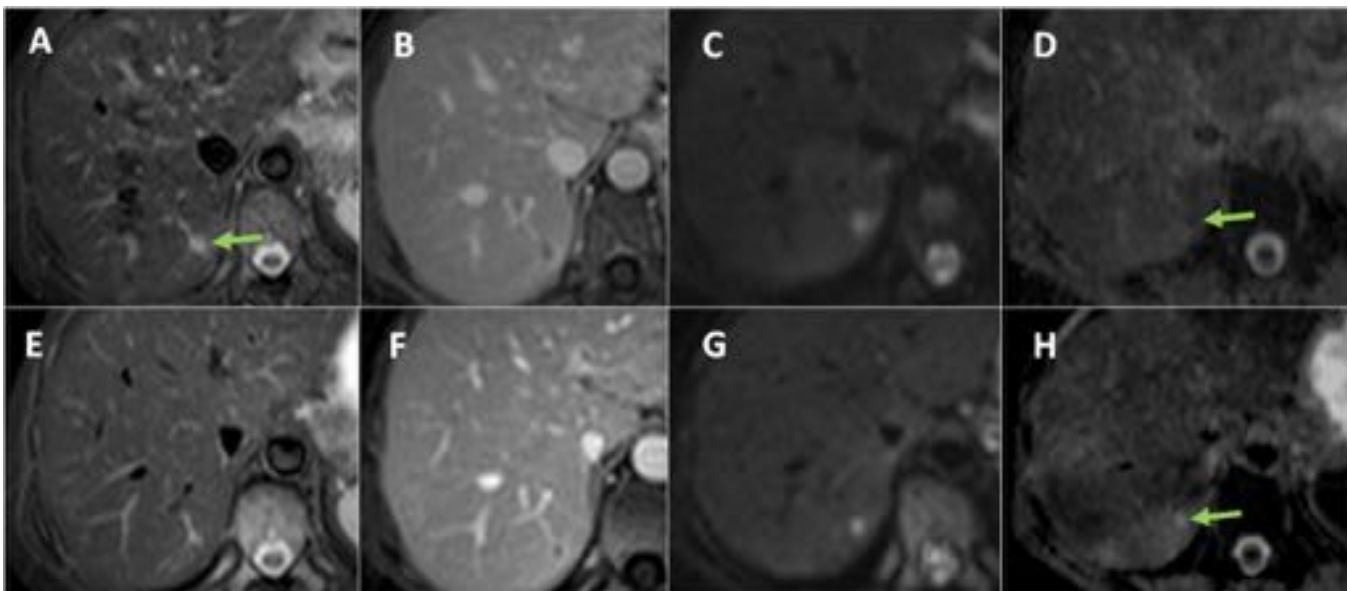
Metástasis hepática antes y después de tratamiento sistémico. A, B y C: imágenes de RM STIR, T1 con contraste en fase portal y difusión b 1000, que muestran pequeña metástasis (flecha) con bajo ADC (D). Tras administración de quimioterapia, persiste sin cambios de tamaño, señal ni realce (E; F
